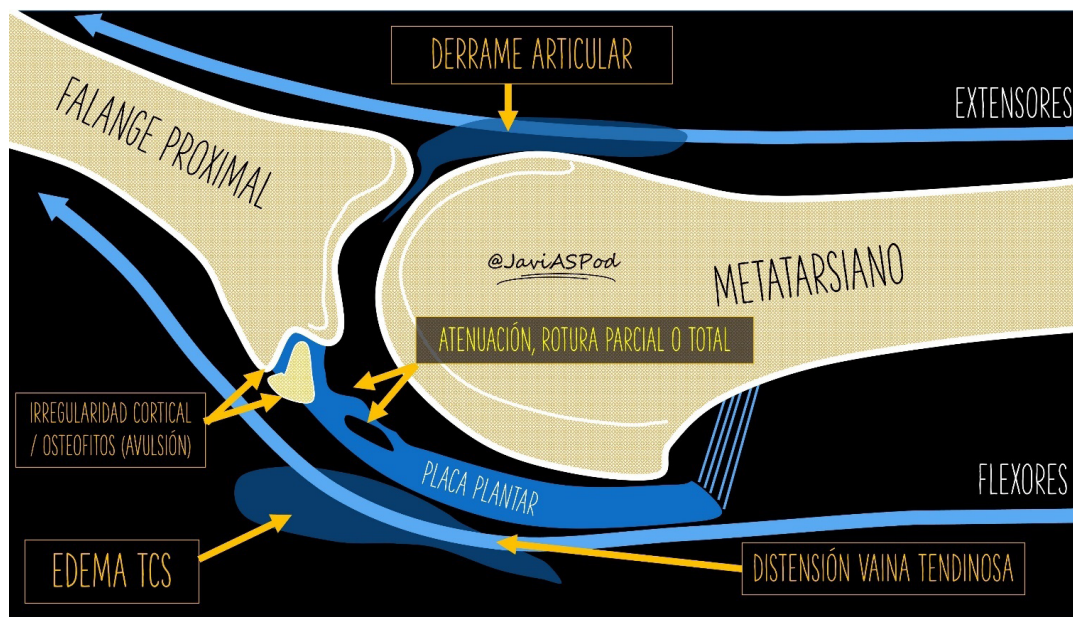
Síntesis esquemática de lesiones visibles mediante ecografía en la placa plantar y tejidos adyacentes en un corte longitudinal (eje largo).
